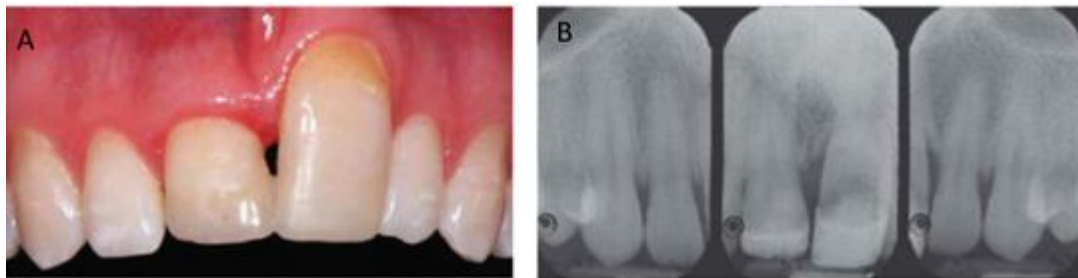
A) Fotografía clínica de diente 21 anquilosado debido a un traumatismo dental y su adaptación con resina compuesta, B) Radiografía dentoalveolar después de 6 años del traumatismo donde se observa desarrollo de apófisis alveolar con anquilosis coincidente del diente 21.¹⁹
